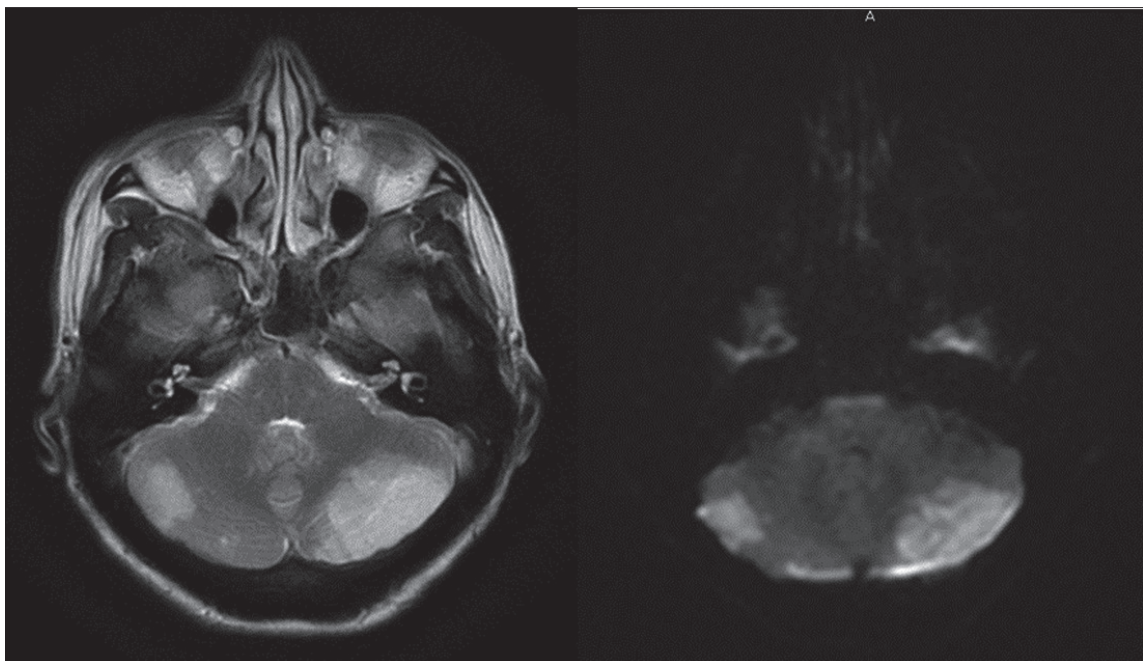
Estudios de resonancia magnética cerebral. Imágenes axiales T2 y DWI (A y B respectivamente): lesiones isquémicas en fase aguda de evolución en ambos hemisferios cerebelosos secundarias a trombosis séptica de senos venosos en paciente VIH-seropositivo.
